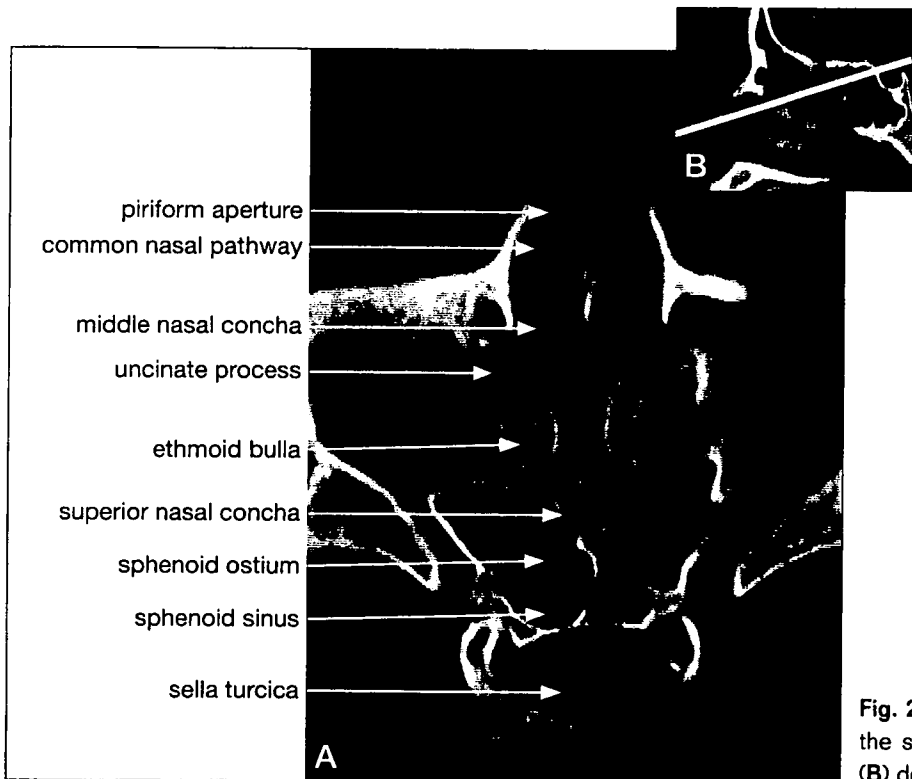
Bone window CT scan (A) parallel to the surgical approach. Upper right CT scan (B) demonstrating the slicing plane.
